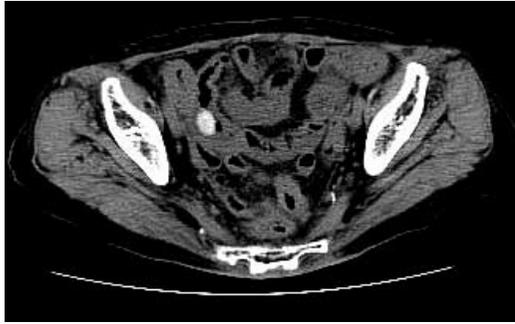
腹部単純CT (入院16日目): 同様の類円形の構造物は依然存在しており, 移動に乏しかった。
